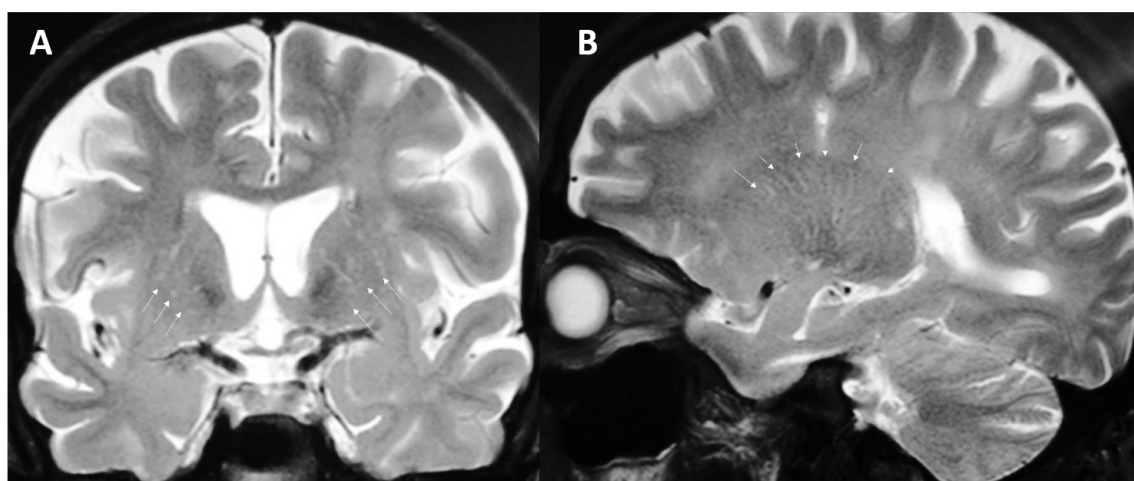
En A) se muestra imagen de resonancia magnética en corte coronal, secuencia ponderada en T2, se observan múltiples imágenes nodulares, puntiformes y ovoides en sustancia blanca subcortical y periventricular; volumen parenquimatoso moderadamente reducido, incremento del espacio ventricular y subaracnoideo. Son visibles espacios de Virchow Robin a nivel de arterias lentículo-estriadas (Tipo I) bilaterales (Flechas); en B) se muestra imagen de resonancia magnética en corte sagital, secuencia ponderada en T2, mostrando Espacios de Virchow Robin dilatados en trayecto de arterias lentículo-estriadas (flechas).
